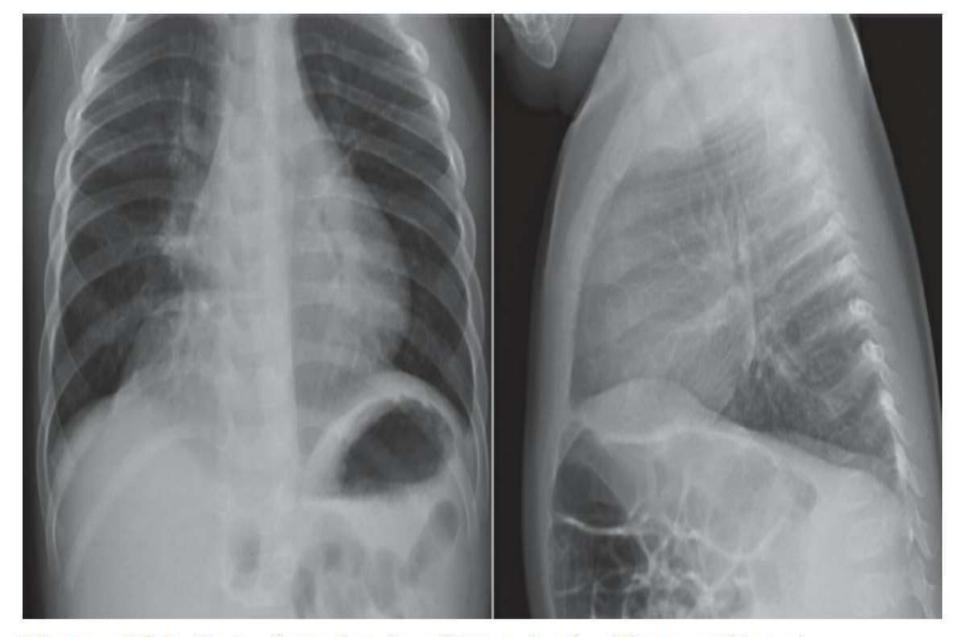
Two-view chest radiograph of a Morgagni hernia.
